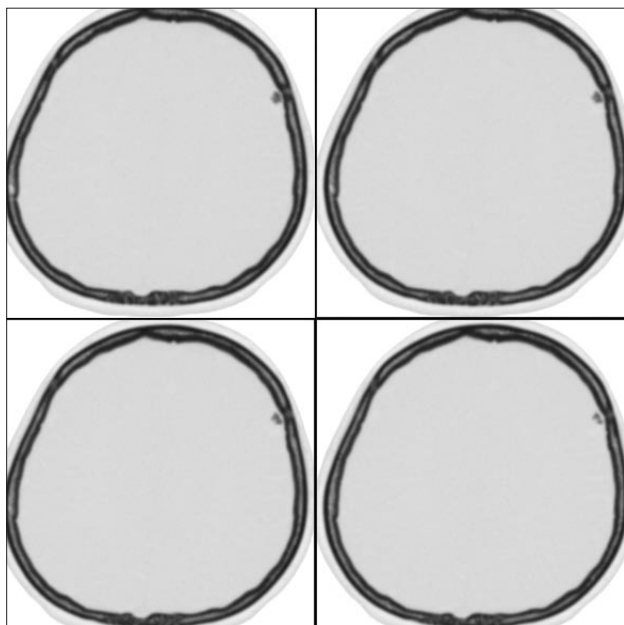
Компьютерная томограмма в режиме костного окна, изображение view inverse. В лобной области слева, в проекции венечного шва видна патологическая ткань костной плотности. Между внутренней корковой пластинкой кости и кальцинатом виден зазор.
